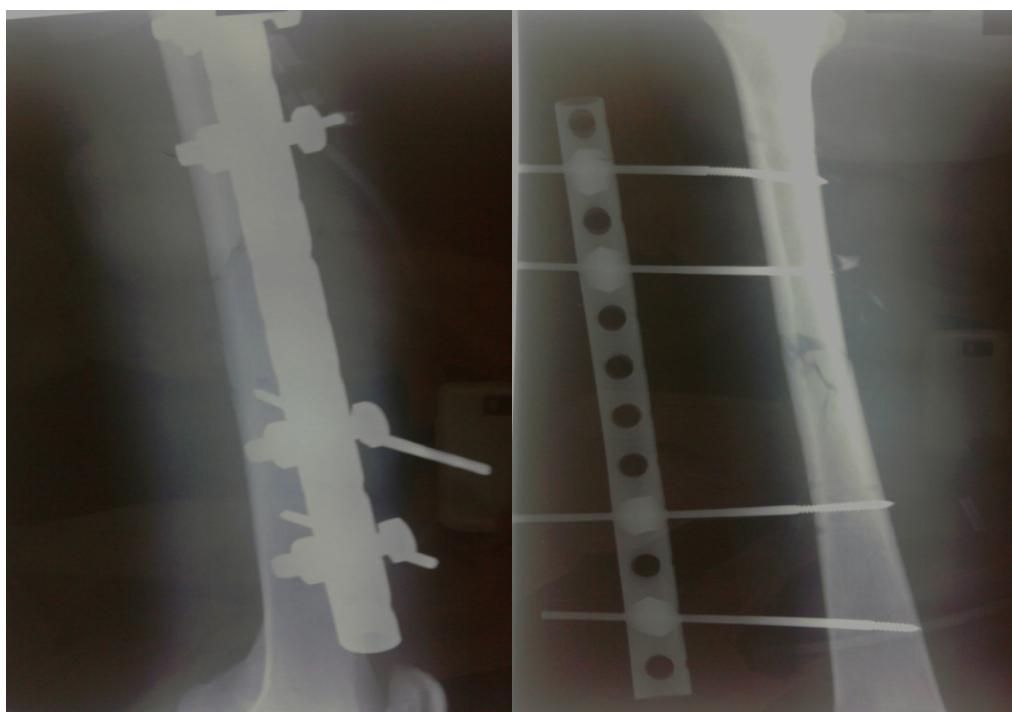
Radiographies de FDF traitée par fixateur externe type Lowcost
